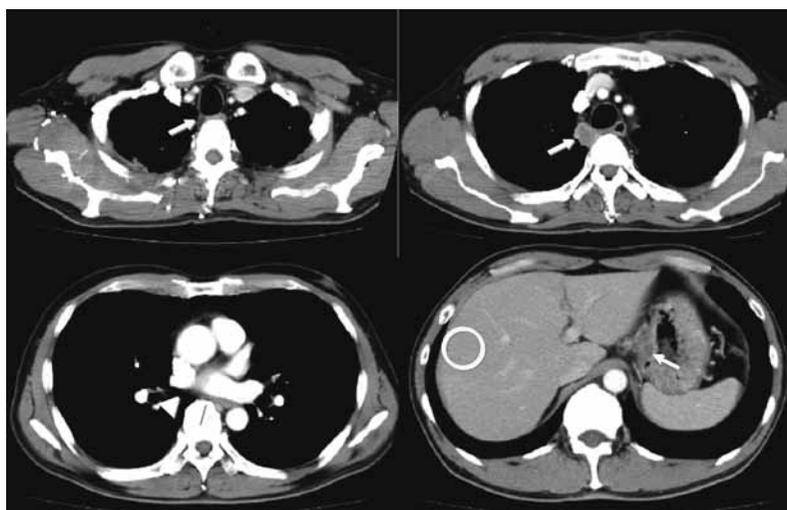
2クール施行後の造影CTでは、縦隔・腹部リンパ節、および肝転移巣ともに著明に縮小していた。
